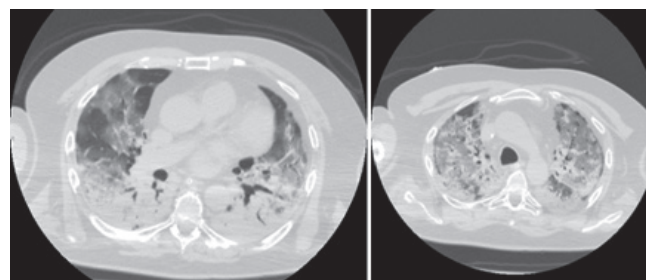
КТ ОГК от 07.03.2019 г. (9-е сутки заболевания)
